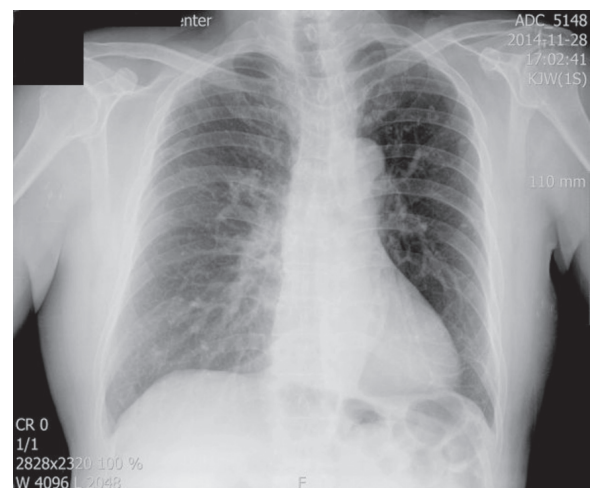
Chest X-ray shows no active tuberculosis lesion in the lungs.
